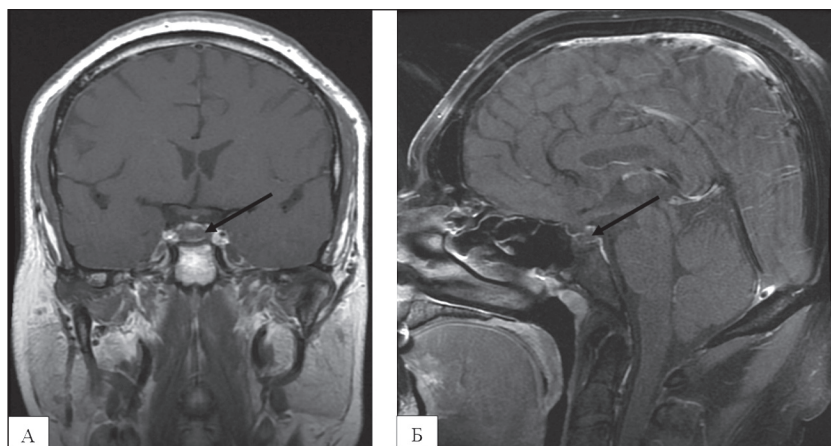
МРТ головного мозга через 2 года после трансназальной аденомэктомии. А – ткань гипофиза в центральных и левых отделах турецкого седла размерами 12×5×9 мм, щелевидная киста в центральных отделах до 7 мм; фронтальный срез. Б – задняя доля гипофиза не определяется; сагиттальный срез.
